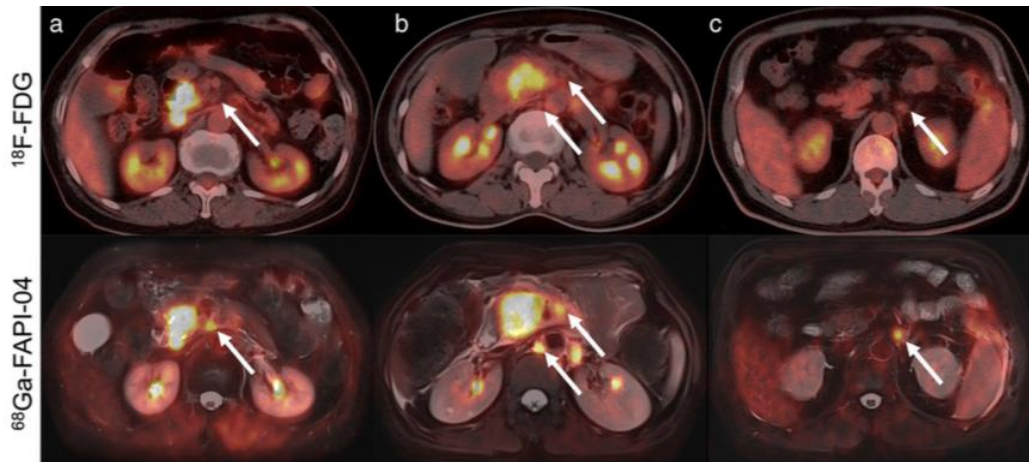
Confronto tra i radiofarmaci PET 18-FDG e GA-FAPI 04 nella valutazione del parametro N del TNM.[18].
